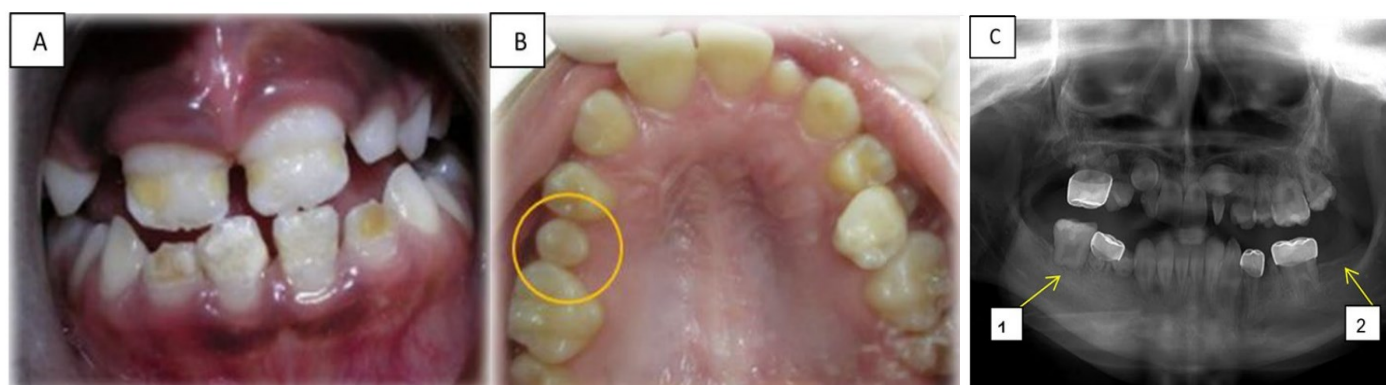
(A) Hipoplasia dos dentes anteriores, superiores e inferiores, de uma criança de 9 anos, submetida a tratamentos oncológicos, quando tinha 3 anos e 6 meses. (B) Microdontia do segundo pré-molar superior direito, de uma rapariga de 12 anos, que esteve em tratamentos oncológicos aos 4 anos. (C) Radiografia panorâmica de um rapaz de 12 anos diagnosticado com linfoma de Burkitt aos 4 anos que revela: C1, alterações no desenvolvimento radicular do primeiro molar inferior direito; C2, agnêsia do segundo molar inferior esquerdo. Adaptado de (Halperson et al., 2022).
